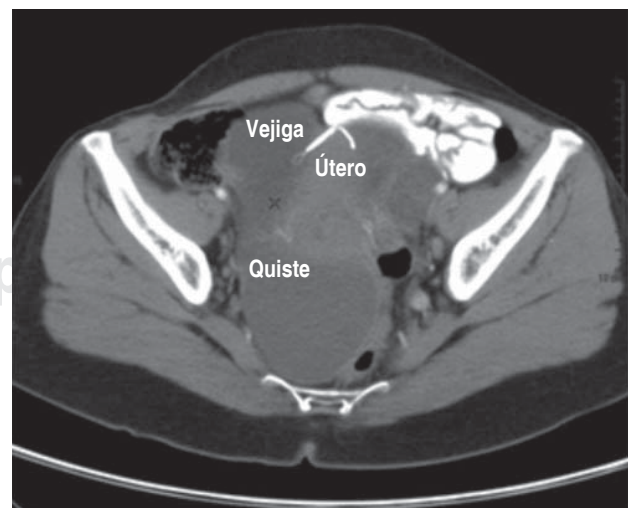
Corte axial, tomografía abdomino-pélvica con dispositivo intrauterino translocado entre vejiga y útero.
